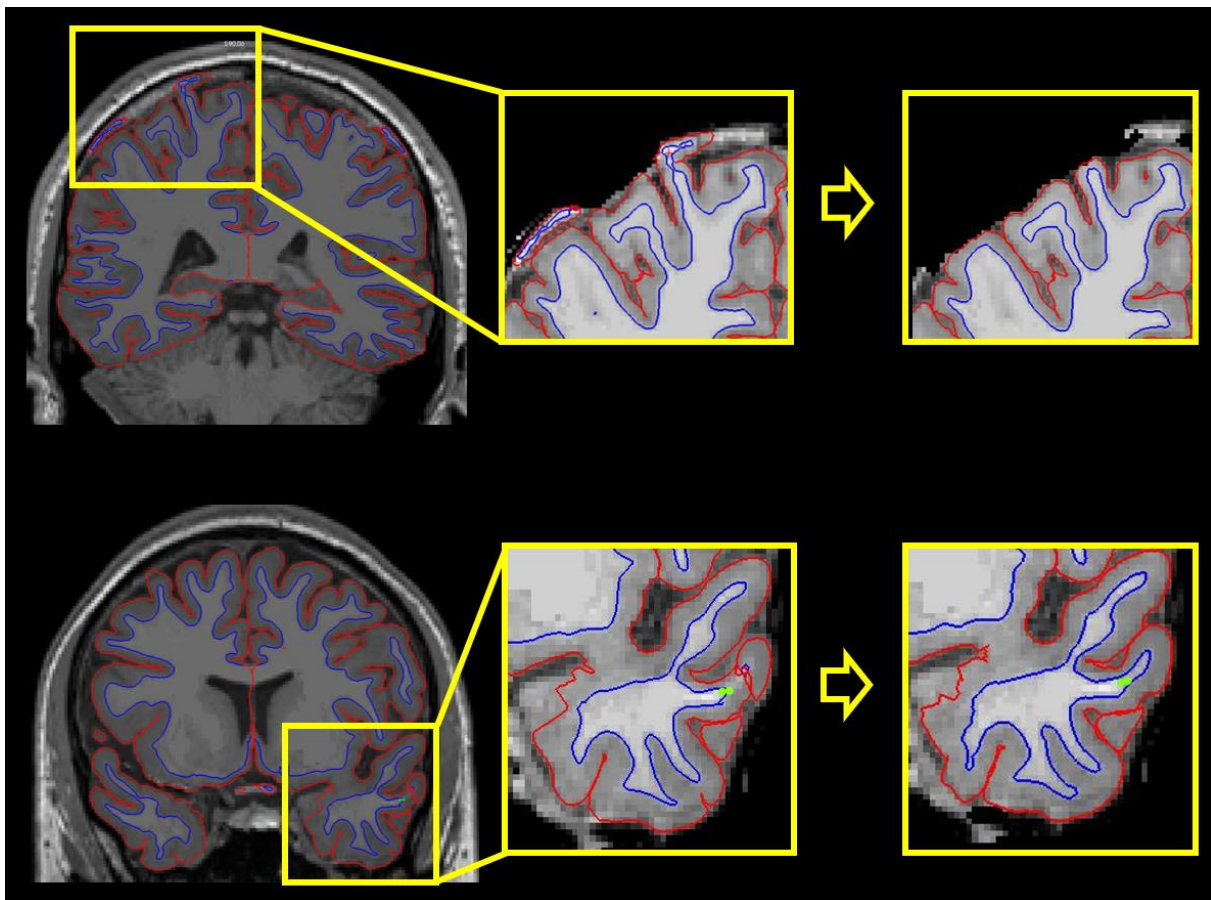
Korrektur der grauen und weißen Substanz. (links): T1-gewichtete MRT-Aufnahme in koronaler Schnitfführung vor der Konstruktion der Brainmask. (mitte): Vergrößerung des ausgewählten Ausschnitts der Brainmask vor manuellen Korrekturen. (rechts): Vergrößerung des ausgewählten Ausschnitts der Brainmask nach manuellen Korrekturen. (oben): In der oberen Spalte zeigen sich Fehler der grauen (rote Linie) sowie der weißen Substanz (blaue Linie) da Knochenmark fälschlich in die Oberflächen mit einbezogen wird. Beide Oberflächen werden fehlerhaft vergrößert. Nach Löschen der fehlerhaften Voxel des Knochenmarks und erneuter Prozessierung sind die Fehler korrigiert. (unten): Durch Setzen von Kontrollpunkten (grüne Punkte) wird die Begrenzung der weißen Substanz erweitert, um den anatomischen Gegebenheiten zu entsprechen. Dies führt zur Beeinflussung der grauen und der weißen Substanz
